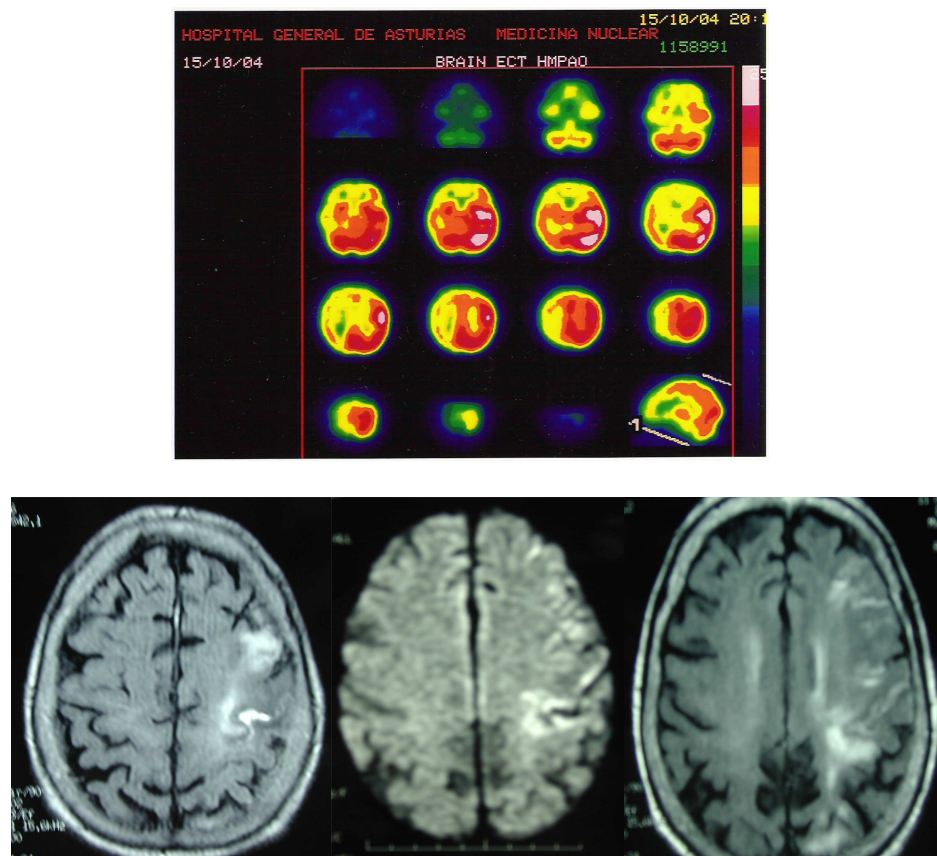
SPECT cerebral y RM (T1, DWI, FLAIR-T2) en un paciente con síndrome de reperusión carotídea.
